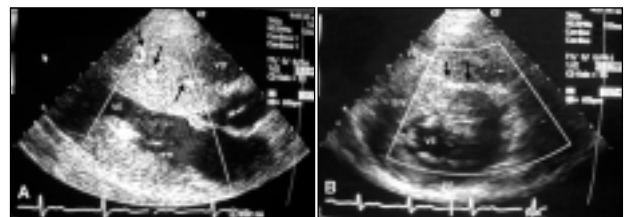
A) gêmeo G, corte longitudinal. Presença de dilatações coronarianas septais detectadas com Doppler colorido (setas). B) gêmeo G, corte transversal. Doppler colorido mapeando grande ramo septal perfurante (setas).
